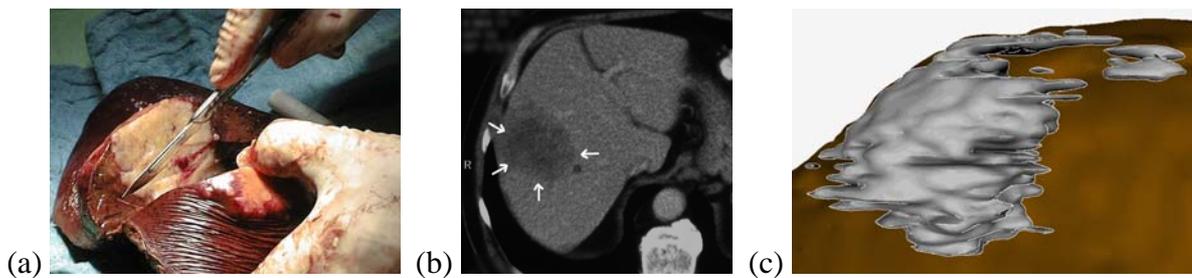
Hervorhebung eines Lebertumors in verschiedenen Medientypen. (a) Video: Umfahren des Objektes mit einem Zeigegerät (Skalpell), (b) CT-Schnittbild: Hervorhebung durch Pfeile, (c) 3D-Visualisierung: Hervorhebung mittels Objektsilhouetten.
